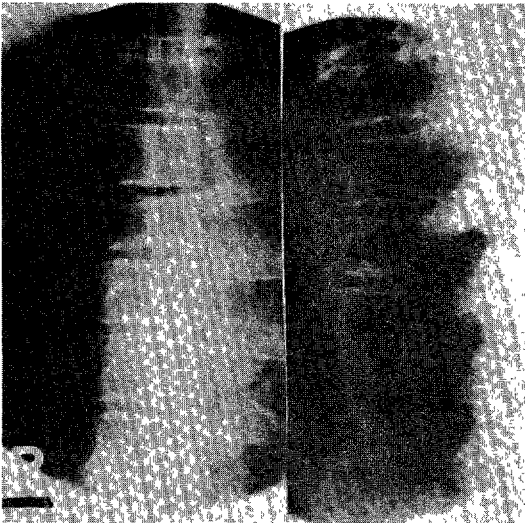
Roentgenogram of thoracic spine shows destructive change at the right side of T7 vertebra.
